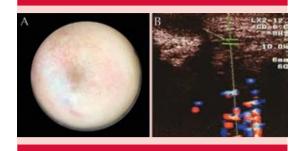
A. Dermatoscopia con luz polarizada. Patrón vascular con agrupación central y periferia irregular. B. Ultrasonido Doppler. Lesión con alta vascularidad central.
